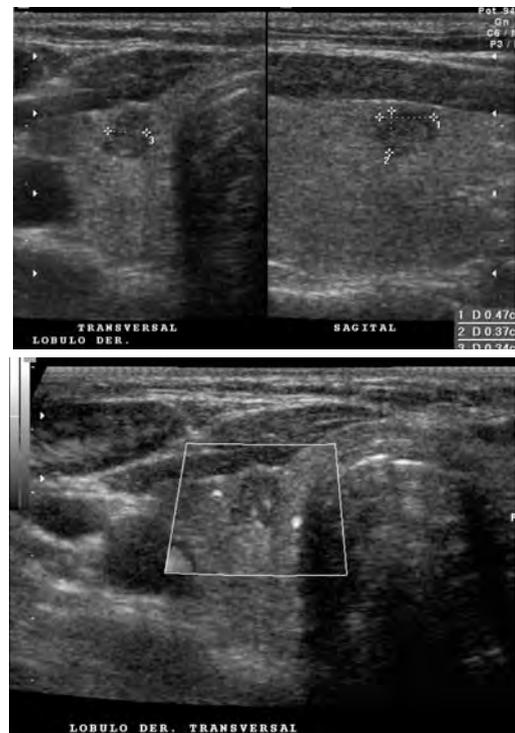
Nódulo sólido, hipoeicoico, con vascularidad central al Power Doppler en el lóbulo tiroideo derecho
